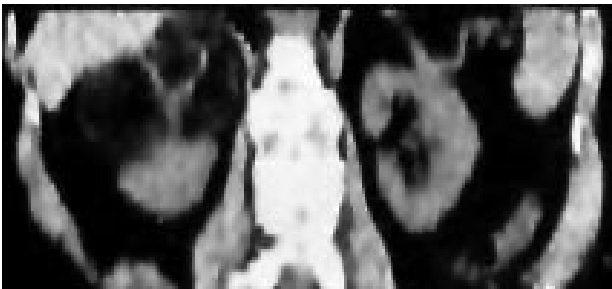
TAC helicoidal: Masa tumoral con un diámetro mayor de 8,7x76 cms de contornos irregulares densidad heterogénea de 100 – 37 UH, tabicada, compatible con tumor suprarrenal de densidad grasa.
